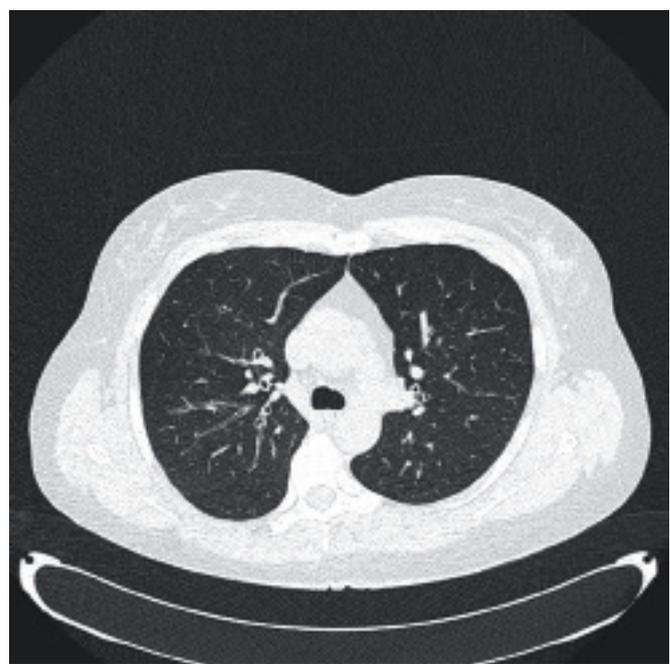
Mediciones volumétricas en la TAC torácica con cuantificación del enfisema respecto al volumen pulmonar total
